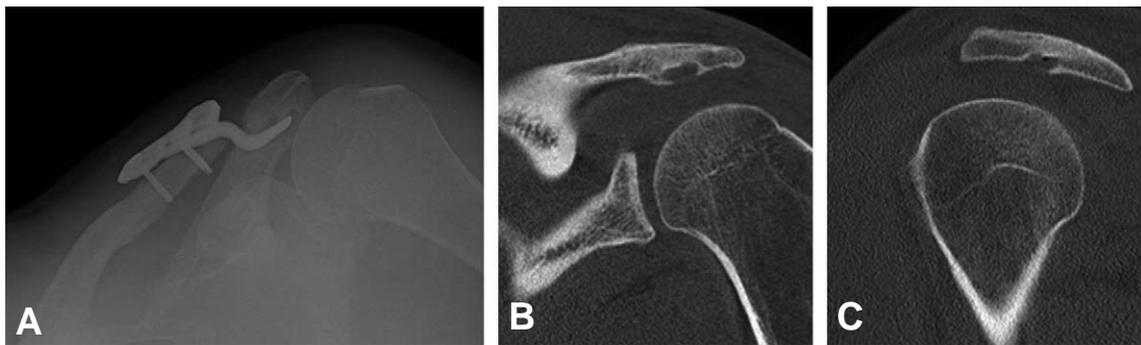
(A) A 43 year old male had been treated by AO hook plate. Follow up X-ray at postoperative 12 months, osteolysis of the hook was observed. (B, C) After plate removal, CT scan showed the osteolysis of hook ending.
